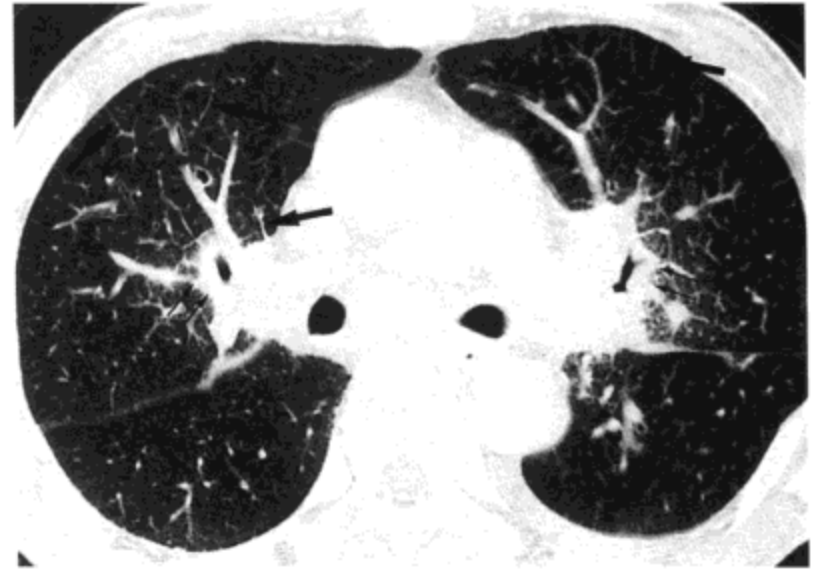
急性淋巴细胞性白血病。高分辨率CT影像示小叶间隔(粗箭号)与支气管血管束(细箭号)光滑增厚。病人为一27岁男性。
